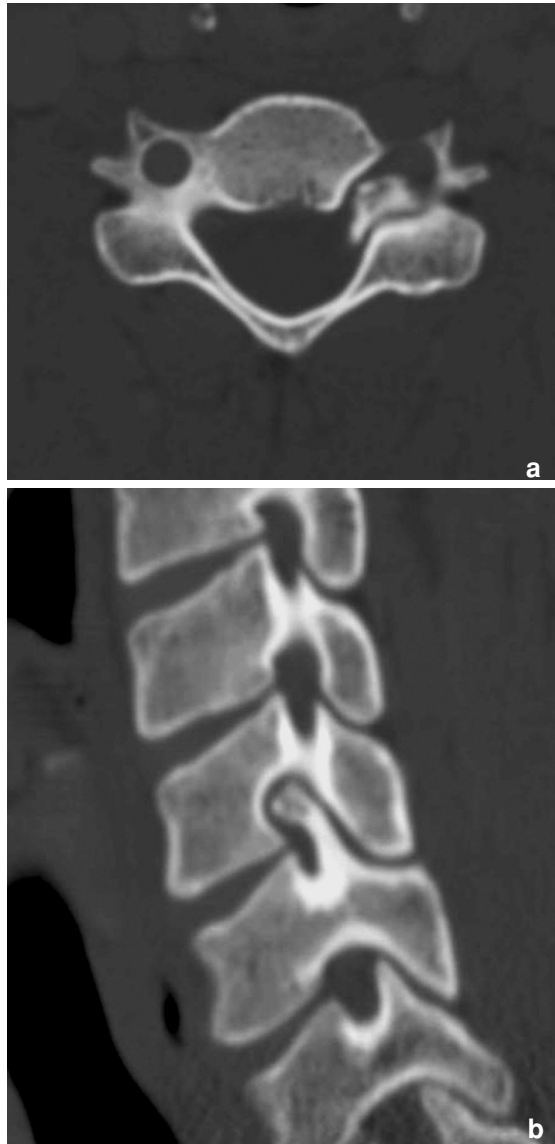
Ostéochondrome du rachis cervical, névralgie cervico-brachiale. (a) Coupe axiale TDM avec comblement partiel du foramen gauche par une formation minéralisée. (b) Reconstruction sagittale : continuité corticale de l'ostéochondrome avec l'arc postérieur de C6.
